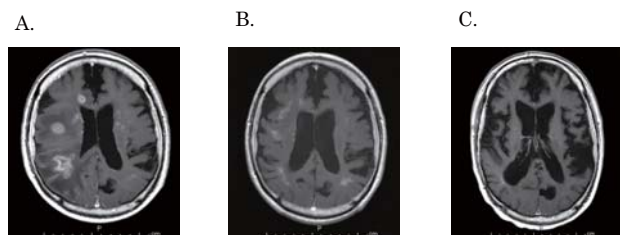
Contrast-enhanced MRI of the brain
